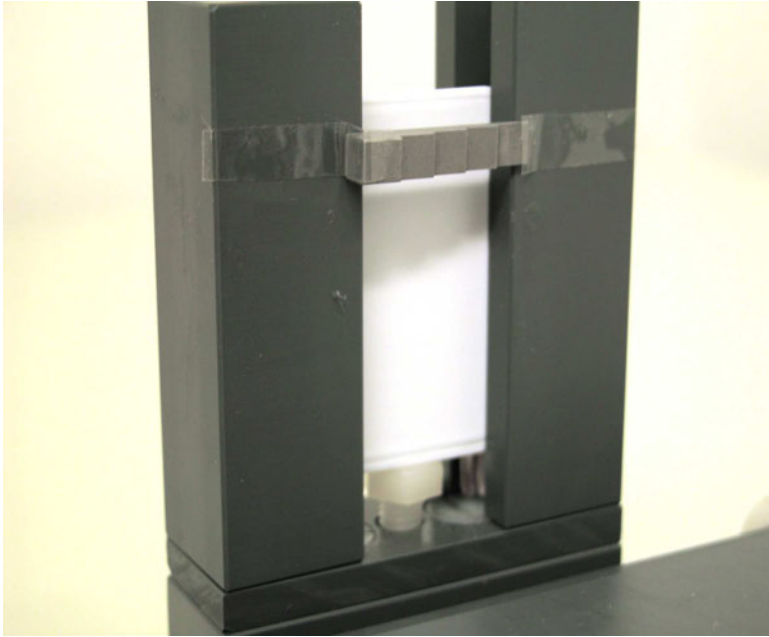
Zahnfilm in Röntgenapparatur (Stellschraube sichtbar)
